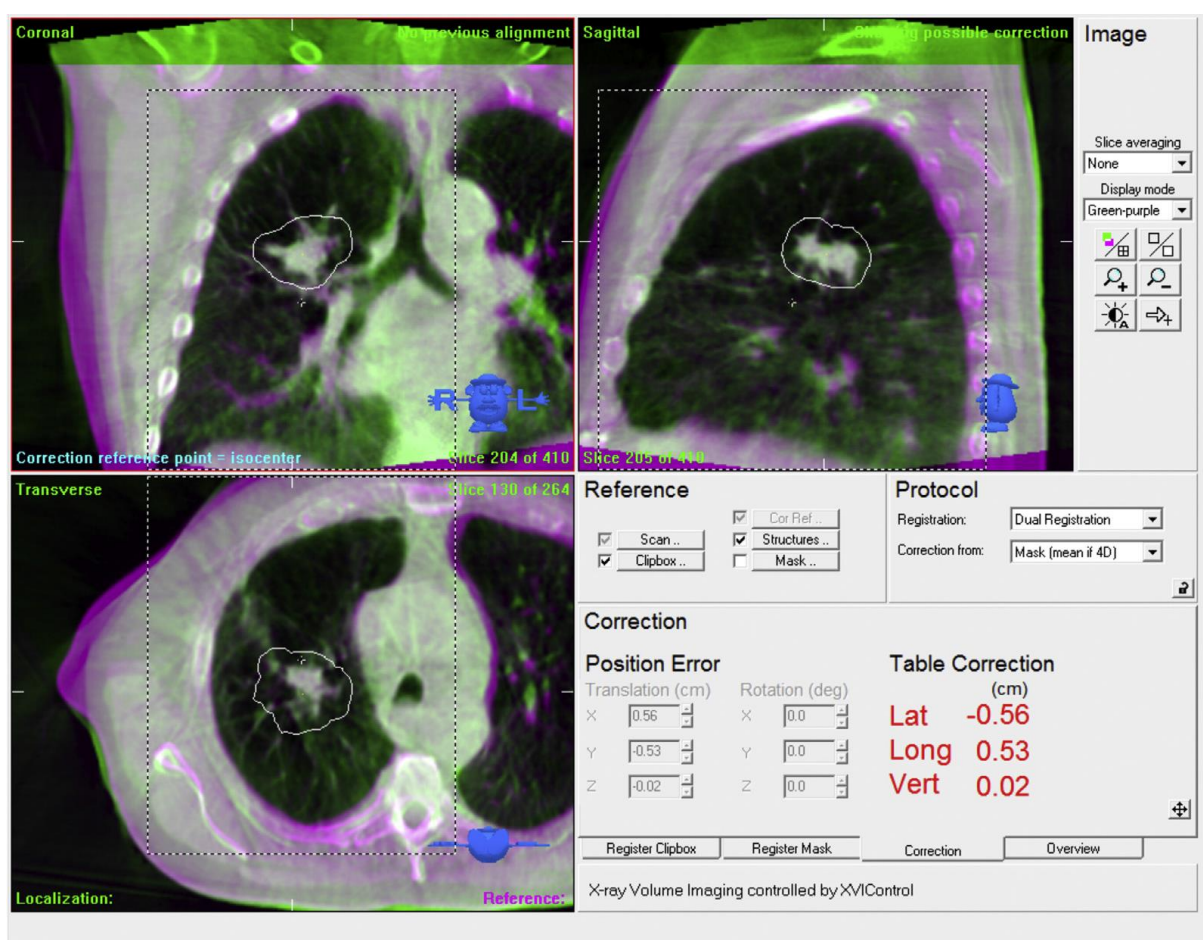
Capture d'écran d'une fusion de tomographie conique de basse énergie et de scanographie de planification pour une tumeur pulmonaire. Le recalage permet de calculer les translations que la table de traitement doit effectuer pour assurer le bon positionnement de la tumeur
